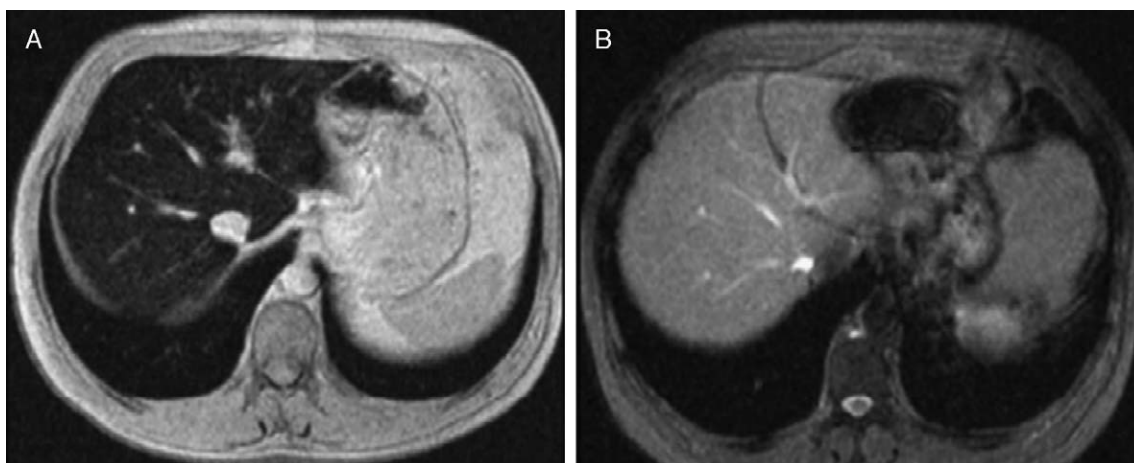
Resonancia magnética hepática de paciente con hemocromatosis hereditaria tipo 1 en el momento del diagnóstico (A: 195 μmol Fe/g) y a los 3 años, tras flebotomías (B: cuantificación de hierro en hígado, normal).
